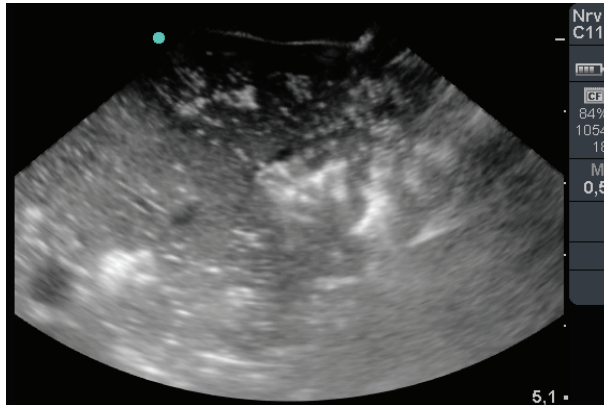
B-Bild der gefluteten Lunge mit Restgasbestandteilen, partielle Sonographierbarkeit (links) mit totaler Schallabschattung (unten rechts).
